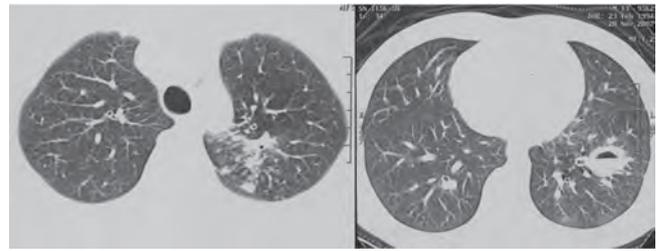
МСКТ грудной клетки после 2 месяцев терапии
